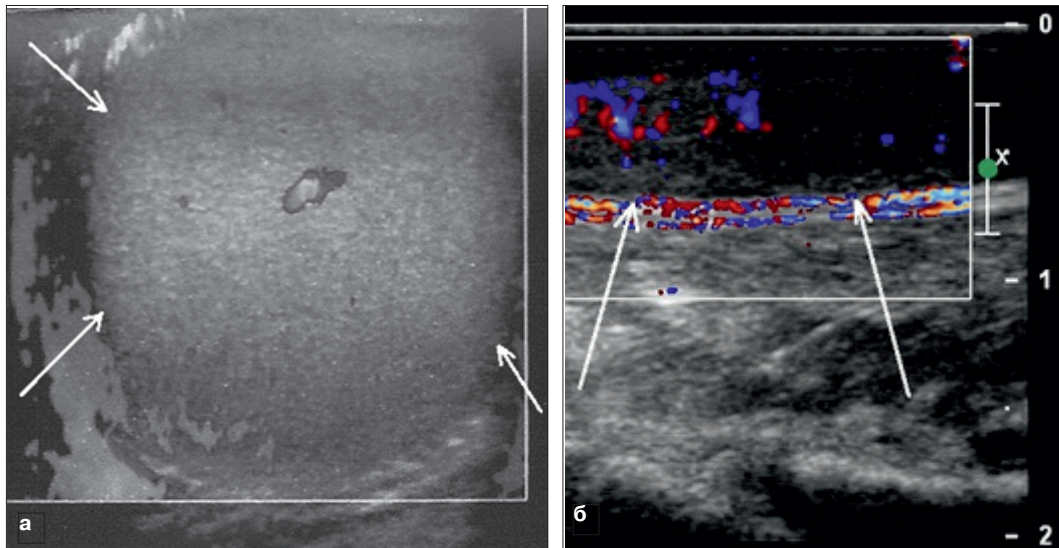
а. УЗИ с ЦДК средней трети задней поверхности шеи. Пояснение в тексте; б. УЗИ с ЦДК мягких тканей спины в области врожденного гигантского меланоцитарного невуса. Пояснение в тексте
